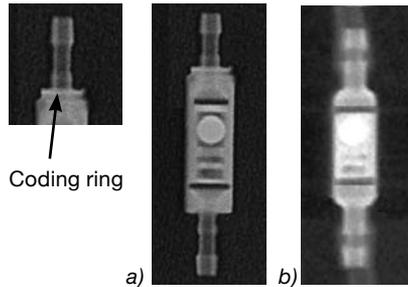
X-ray image of the gravitational unit a) large, 1 ring = 20 cmH₂O, b) small = 10 cmH₂O
